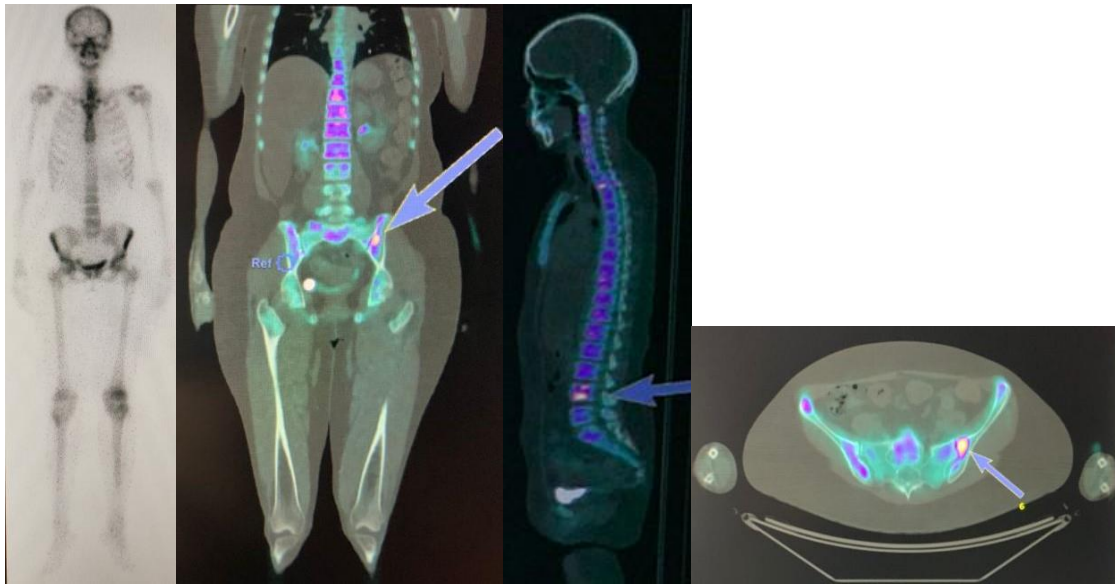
Femenina de 43 años de edad que padece de Cáncer de Mama Bilateral. Gammagrafía ósea se presenta negativa para metástasis ósea. PET- CT muestra captación de radiotrazador en 1 lesión a nivel de las vértebras lumbares y 1 lesión en pelvis izquierda. Más lesiones metastásicas fueron detectadas en el PET- CT con 18-NAF que en la gammagrafía ósea con 99m- HDP.
